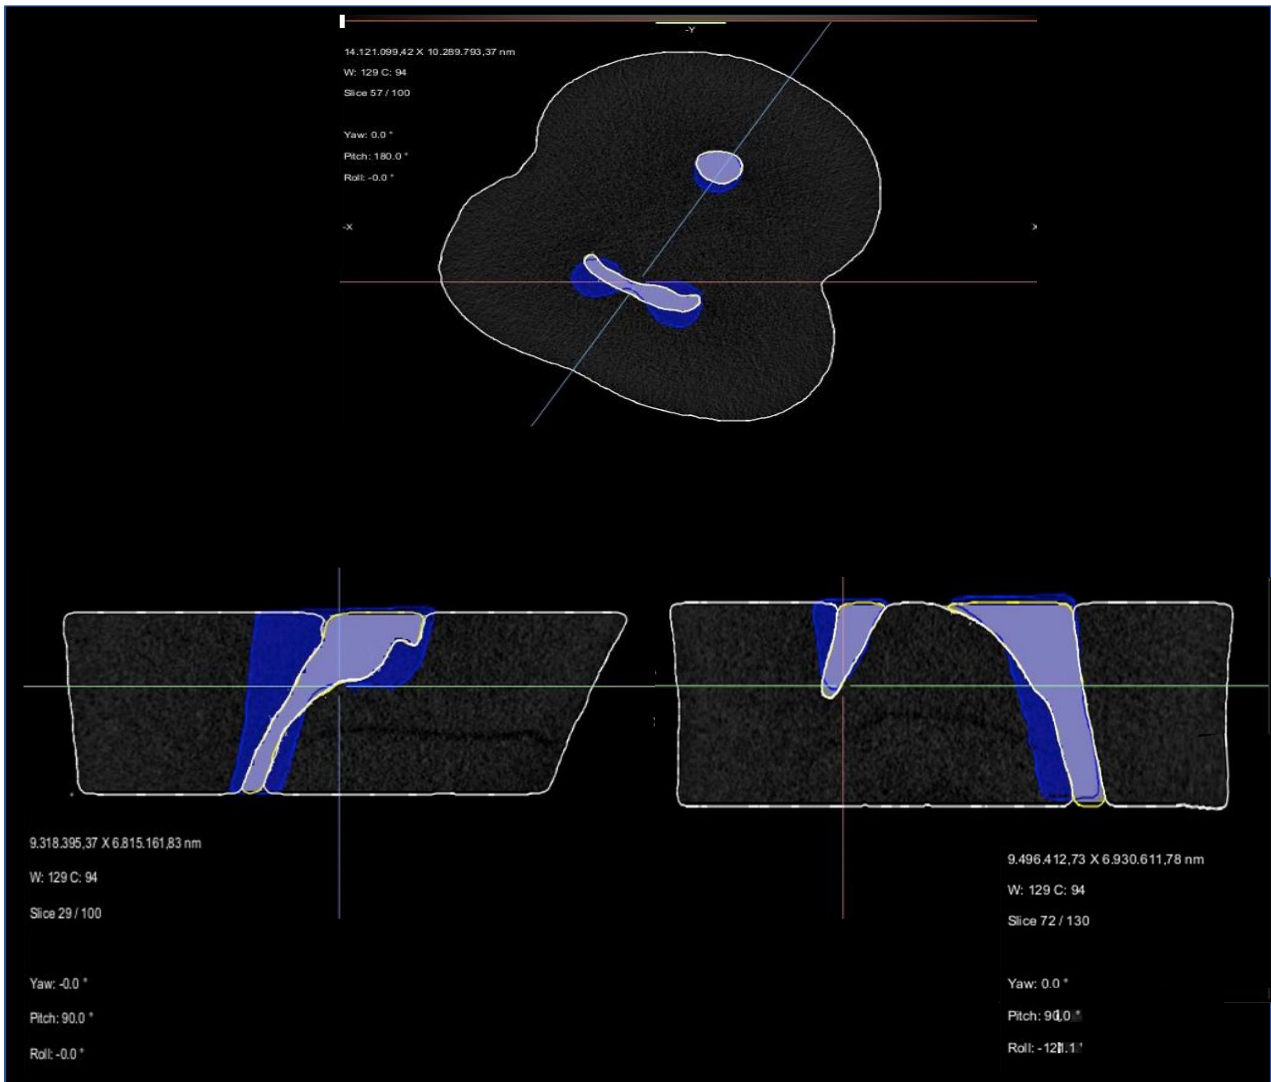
scansioni rappresentative per il Gruppo 1, eseguita con Micro-CT, sui tre piani dello spazio. La prima scansione, in alto, rappresenta una sezione trasversale del campione preso in esame; la seconda scansione in basso a sinistra mostra invece una sezione coronale, mentre quella in basso a destra una sezione trasversale. Nelle RX in giallo sono evidenziate le zone pre-sagomatura, in blu le zone post-sagomatura.
